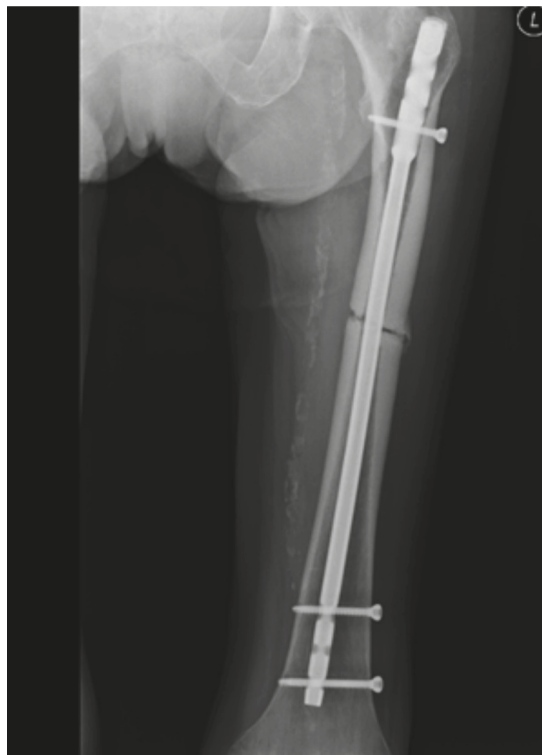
An X-ray of a broken limb, showing a fracture gap without signs of adhesion and with an intramedullary nail
